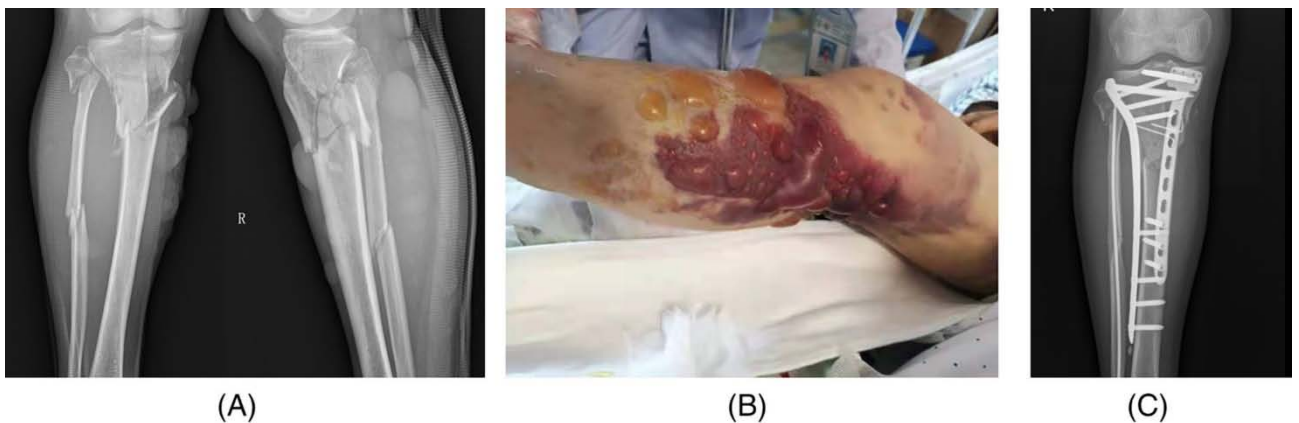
(A): radiographie fracture de plateau tibial associée à une fracture bifocale de la fibula , (B) : mauvais état cutané avec présence d'ecchymose et phlyctène ce qui peut retarder la prise en charge, (C): radiographie post-opératoires avec traitement par double plaque (8)
